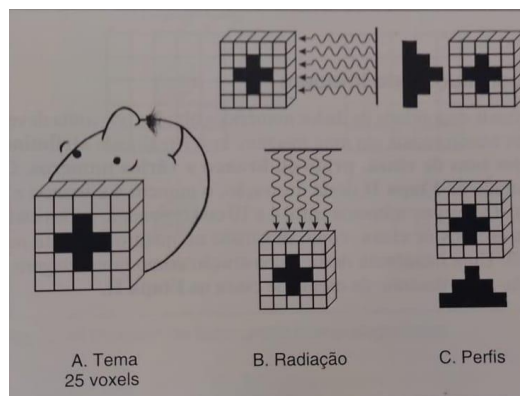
Matriz demonstrativa em níveis de tons de cinza em tomografia. Fonte: BONTRAGER, 1999.
